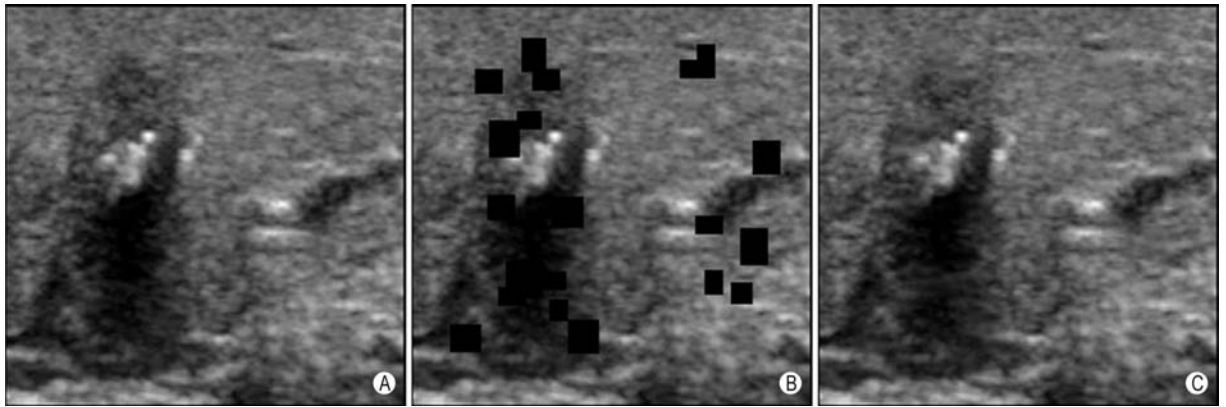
甲状腺结节图片遮挡及修复 A: 原始超声图像; B: 进行随机遮挡(黑色方框)后的图像; C: 经图像修复算法修复后的图像
